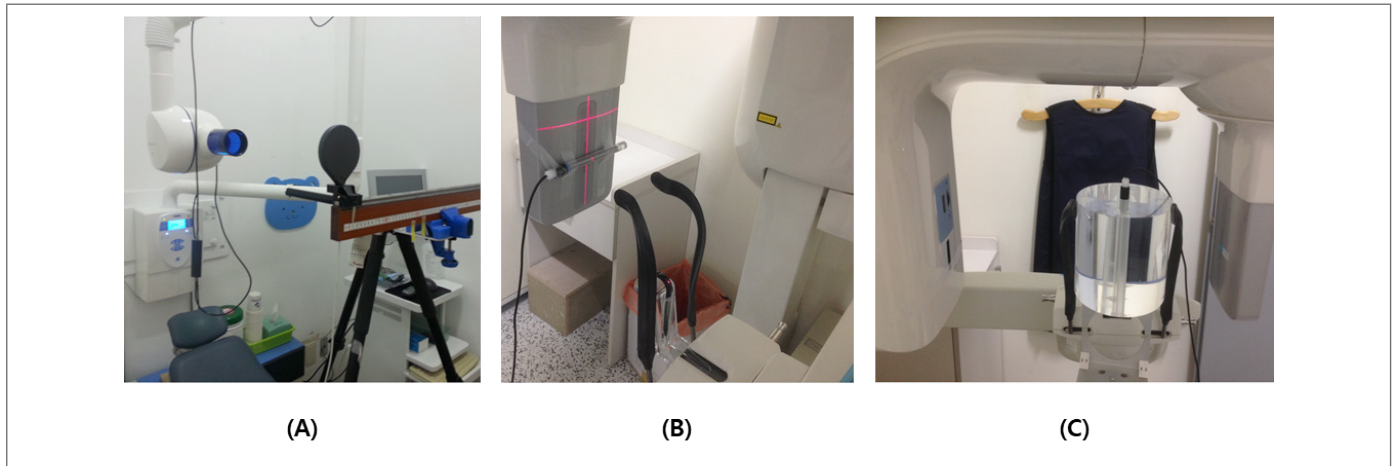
치과촬영 장치에 대한 방사선량 측정 예시
